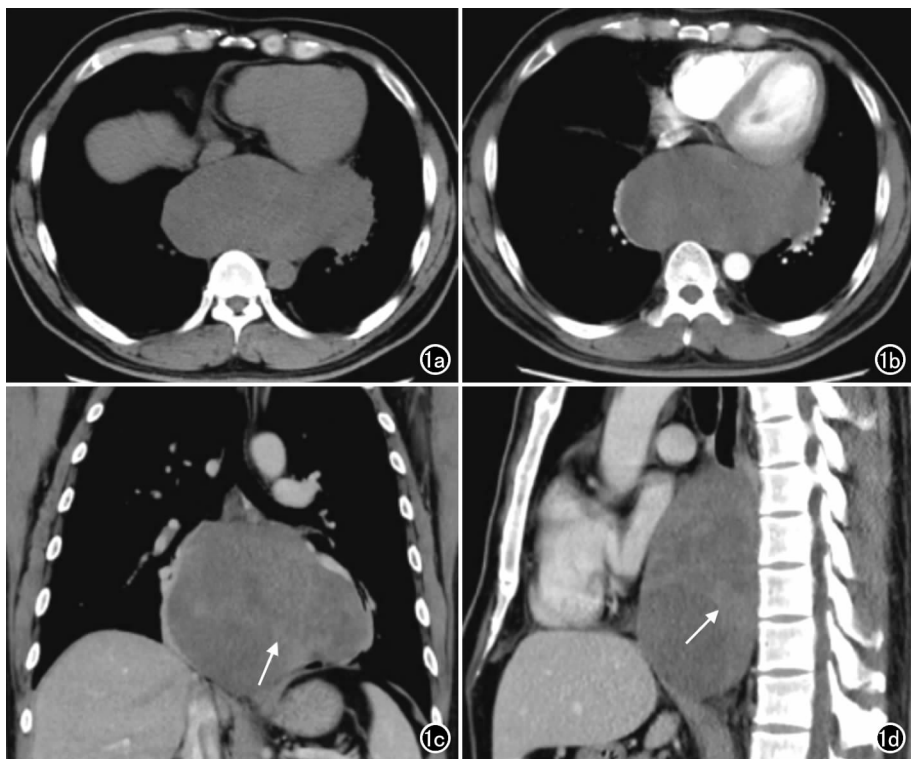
纵隔滑膜肉瘤患者,男,41 岁,吞咽困难伴心悸 3 个月。a) 轴面 CT 平扫纵隔窗示中下纵隔椭圆形软组织肿块,最大截面面积约 13.9 cm×10.7 cm,边界清晰,密度略低于邻近肌肉;b) 轴面 CT 增强扫描示肿瘤呈不均匀轻度强化;c) 冠状面 CT 增强扫描,肿物内见分隔样强化(箭);d) 矢状面 CT 增强扫描,病变内部仍见分隔样强化(箭),病变邻近食管受压,其近端食管扩张,心脏受压前移。
